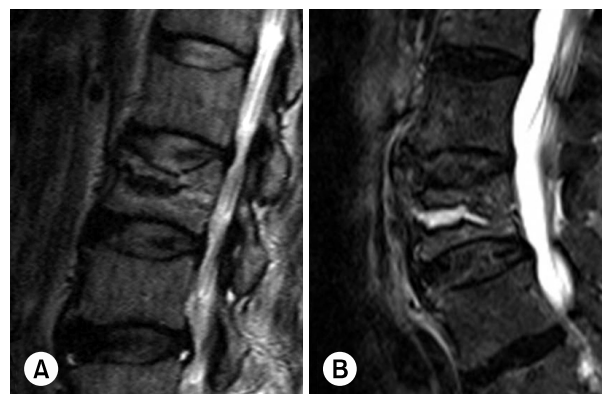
Sagittal thoracic vertebra (T2)-weighted magnetic resonance imaging showing (A) the intervertebral cleft with surrounding bone edema signal intensity, (B) high signal lesion (fluid collection).
